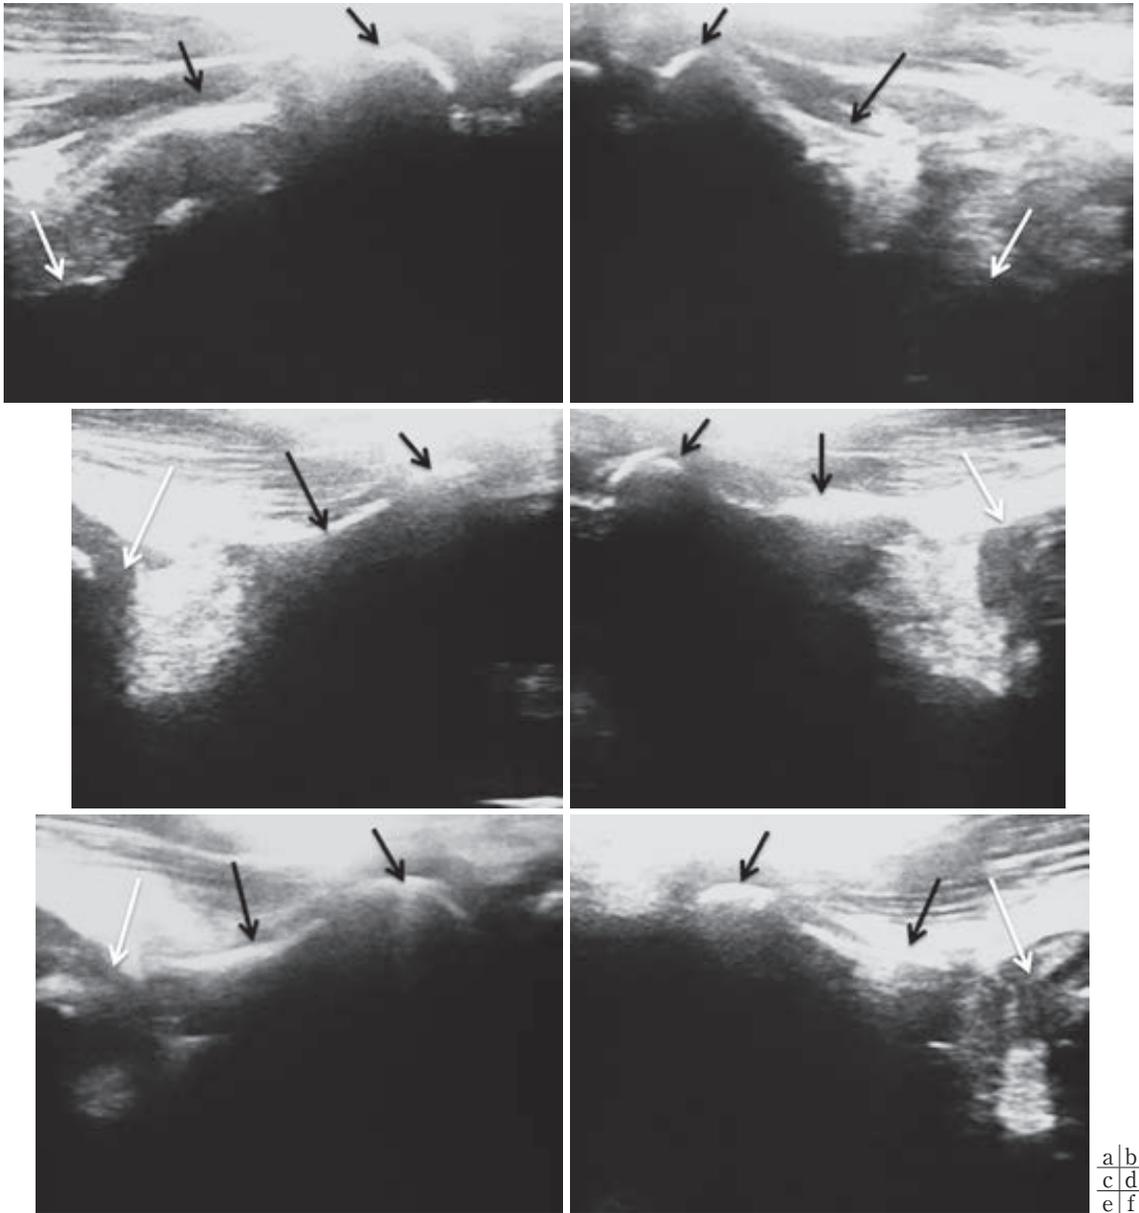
症例3. 超音波水平断像(黒矢印：恥骨, 白矢印：骨頭)
